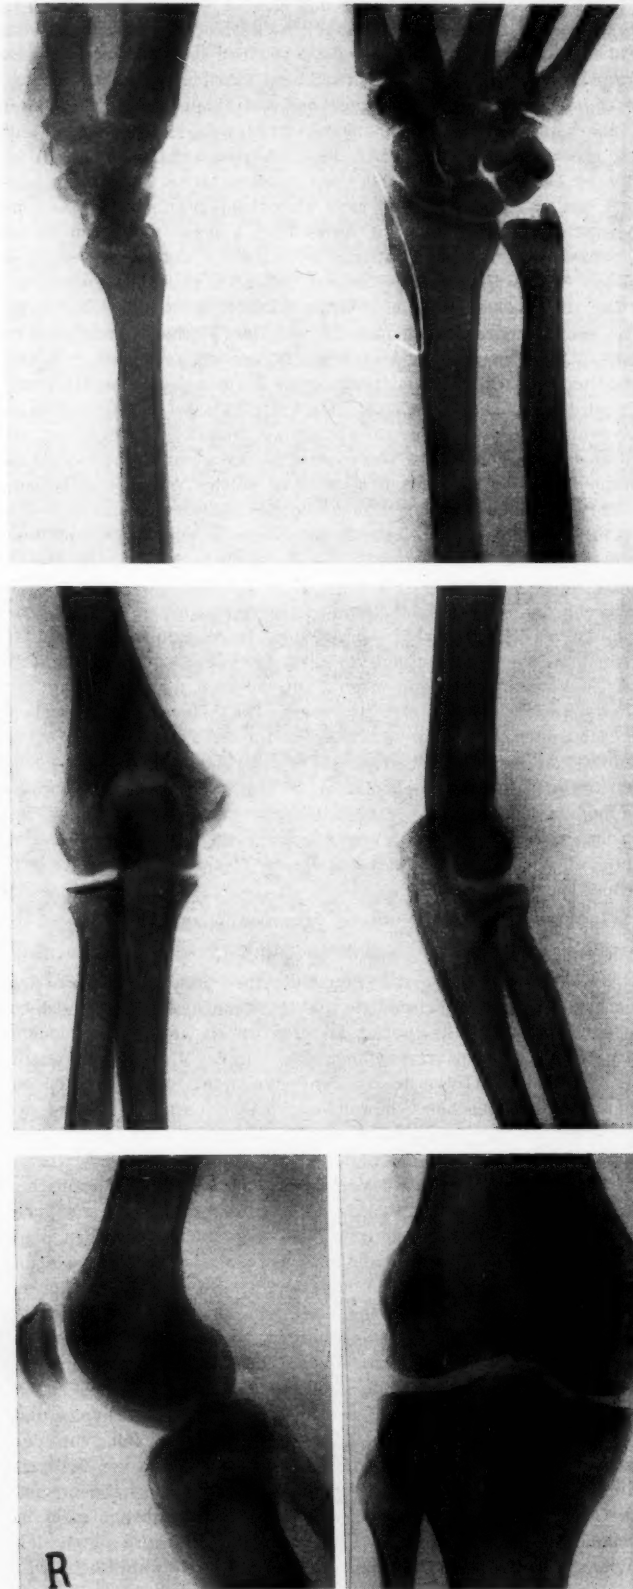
Bei dieser 15½-jährigen Primipara „Otilie“ sind bereits alle Epiphysenfugen in ganzer Breite stabil knöchern durchgebaut — wie die Röntgenabbildungen des Hand-, Ellenbogen- und Kniegelenkes, jeweils in zwei Ebenen aufgenommen, dokumentieren.
